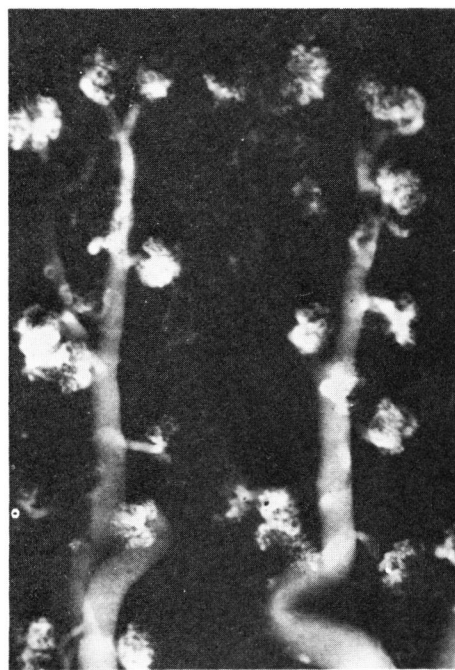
Contact microradiography (7週目)
